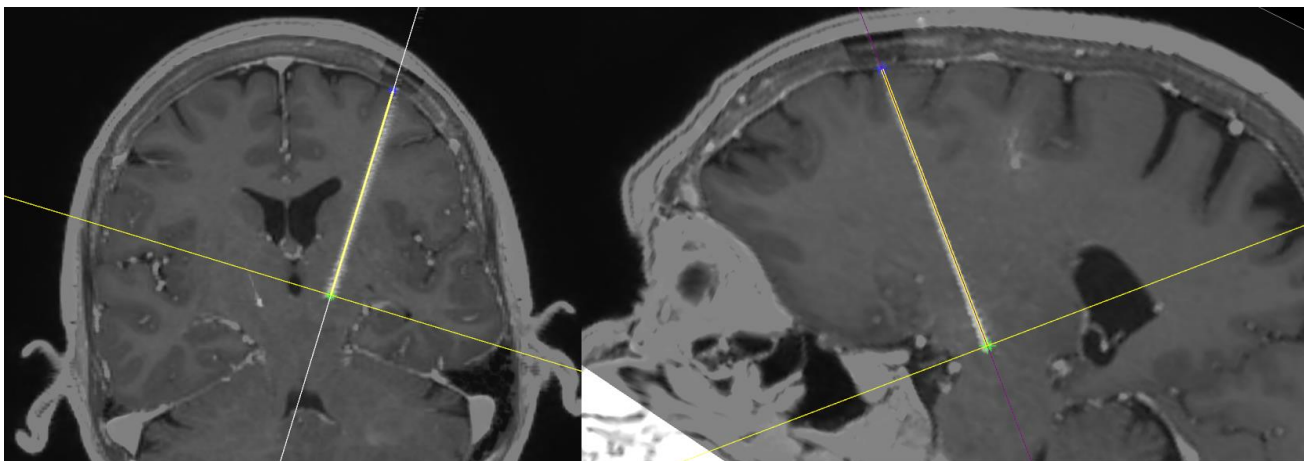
Fusion de l'IRM préopératoire avec une séquence 3D de l'O-ARM pour un contrôle final. L'électrode, en hyperdensité sur la séquence O-ARM, se superpose parfaitement avec la trajectoire en jaune pré-établie sur l'IRM, le dernier plot étant au niveau de la cible (croix verte).
